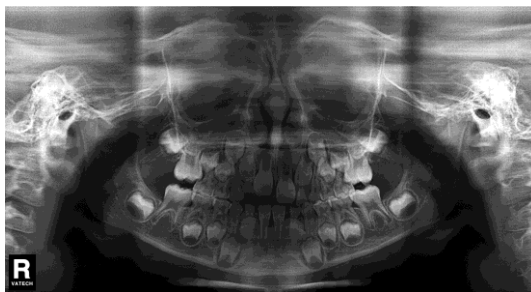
Radiografia panorâmica ilustrando desvio do trajeto eruptivo dos 1^{os} molares superiores permanentes causando reabsorção do 2^o molar decíduo.
